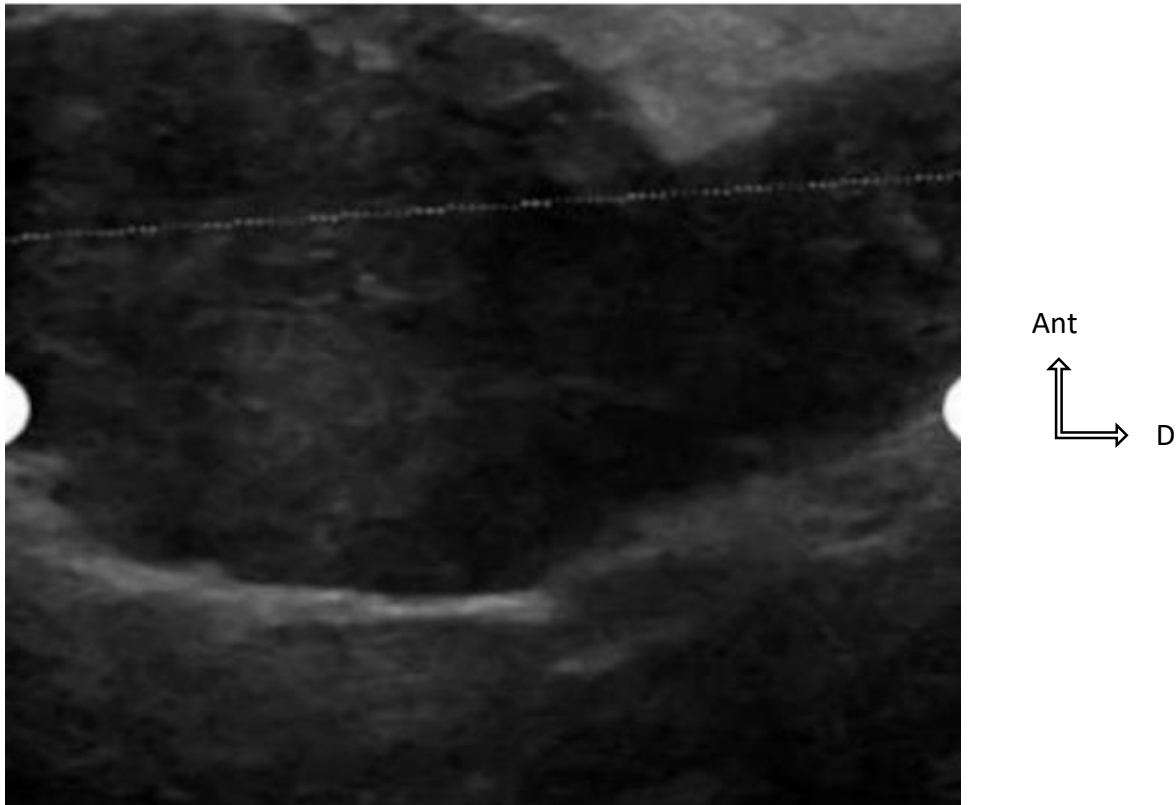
image échographique sein droit montrant une masse solide, bien limitée d'échostructure homogène, hypoéchogène avec un renforcement acoustique postérieur évocateur d'un adénome lactant [73]
